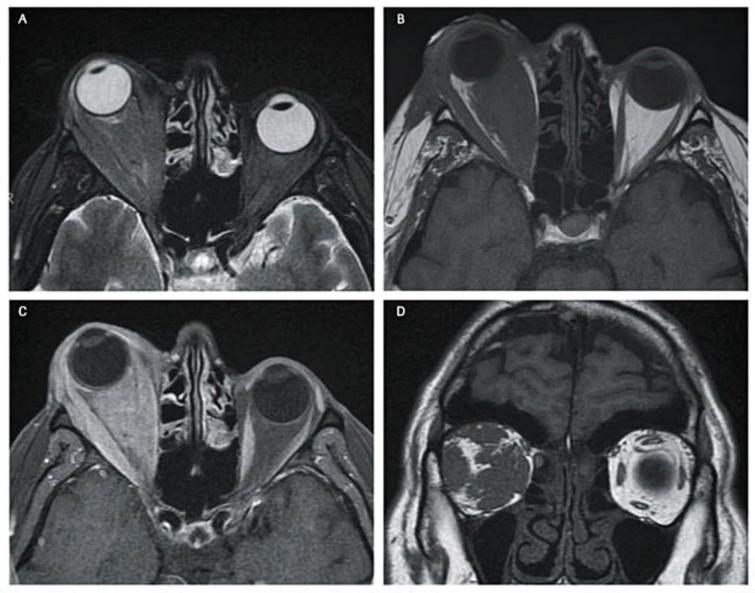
Pseudotumor orbitário relacionado à IgG4. RM axial T2 (A), T1 (B) e T1 pós-contraste (C) e coronal T1 (D). Lesão expansiva orbitária com envolvimento intra e extraconal, realce pós-contraste e densificação dos planos adiposos associada (D), indicando componente inflamatório.
